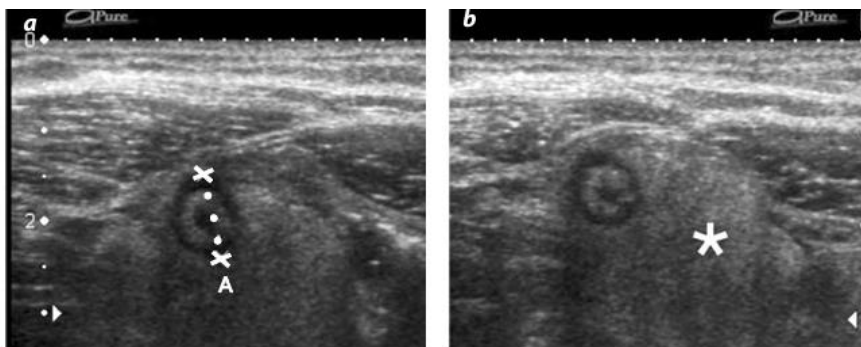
Ecografía de AA ⁶⁵. a) Imagen axial del apéndice cecal sin compresión, en la cual se ve engrosada, con un diámetro transversal de 13 mm. b) El diámetro del apéndice no se modifica con las maniobras de compresión. Igualmente, se observa una alteración en la ecogenicidad de la grasa adyacente que no es compresible (*).
